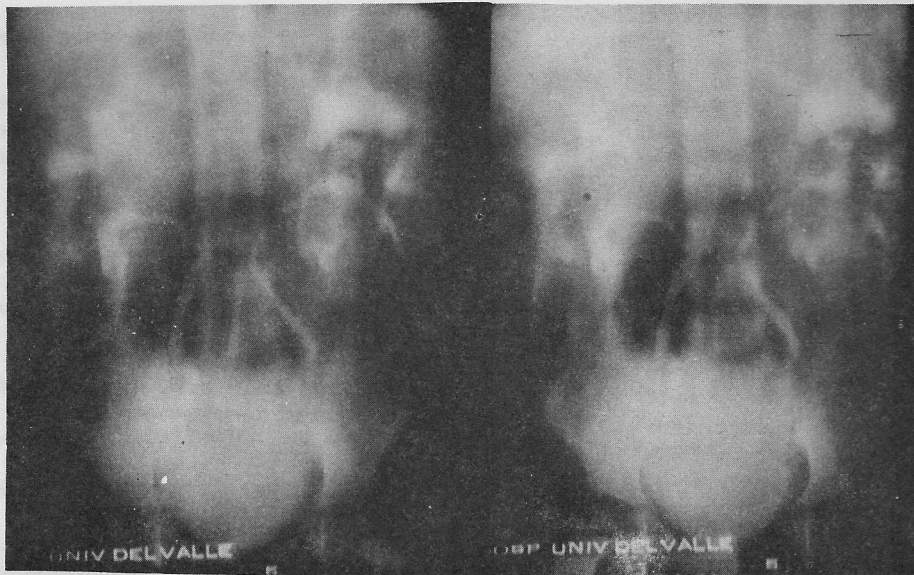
Nefrotomografía del caso presentado. Obsérvese la distorsión de los sistemas pielocaliceales semejando patas de araña, el agrandamiento de ambos riñones en forma más o menos simétrica.
